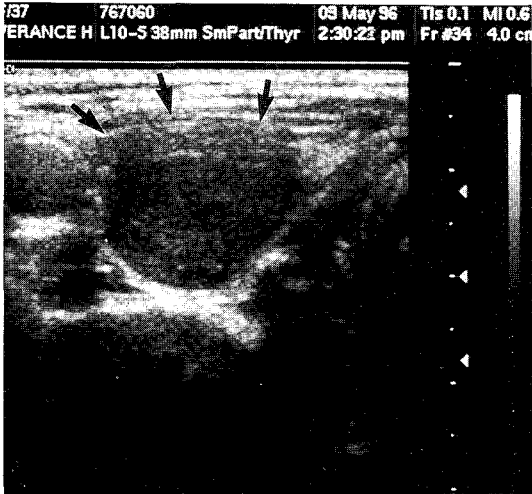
Neck ultrasonography showing a about 2.3×1.7cm sized, round, homogenous and hypoechoic mass on the upper pole of Rt. lobe of the thyroid gland(arrow).
